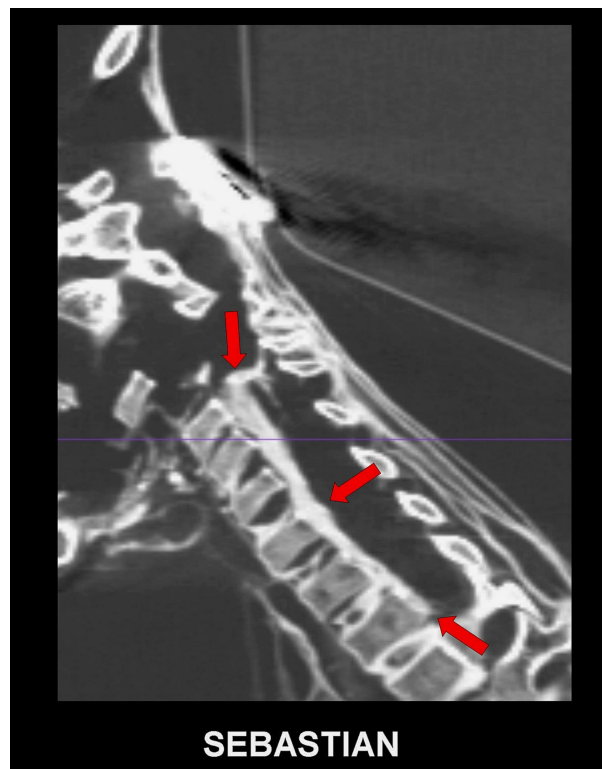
Escaneo de TC sagital en 2D que muestra un hematoma epidural en la parte anterior del canal espinal relacionado con la lesión espinal de C4, extendiéndose desde los niveles C5 hasta T3.
